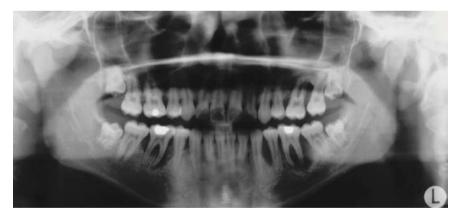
Radiografía del caso 4.
